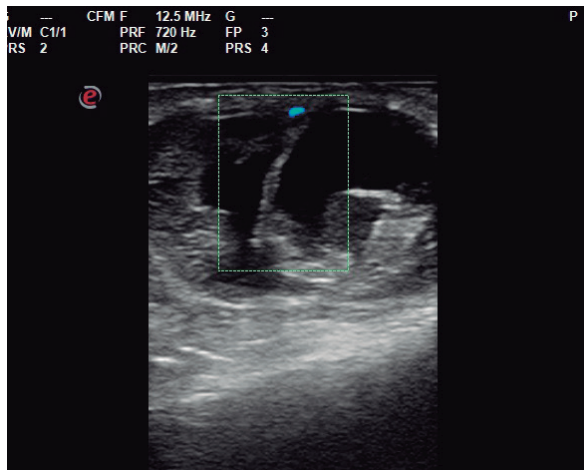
Área bilobular anecoica dermohipodérmica con áreas intralobulares heteroecoicas. Indicios de señal Doppler en la periferia.
